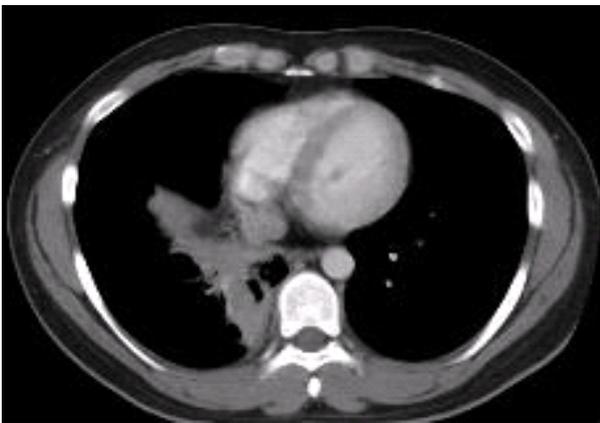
Initial chest CT on local medical center. Parenchymal consolidation and central necrotic low density in medial and posterior basal seg of right lower lobe and narrowing of basal segmental bronchi in right lower lobe.
